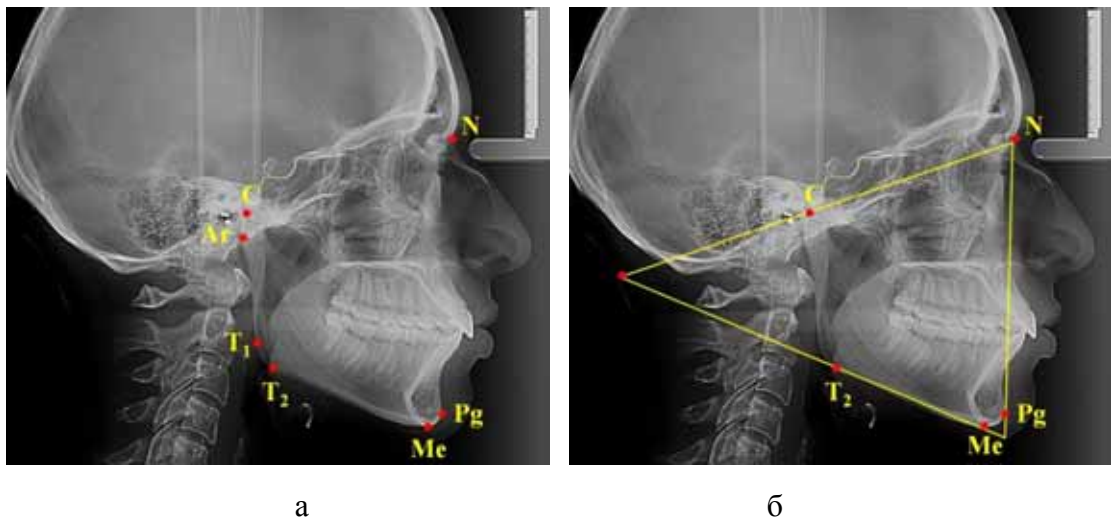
Основные точки (а) и линии (б) телерентгенограммы головы в боковой проекции
